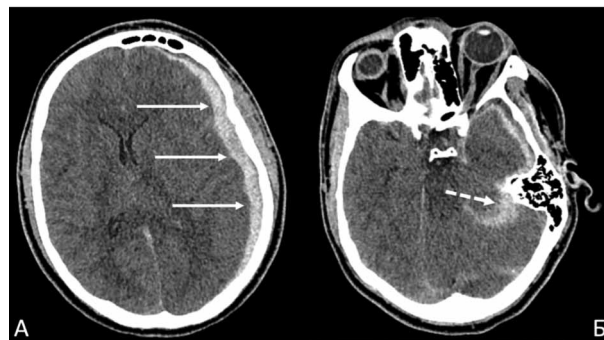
КТ пациента А, при поступлении (дооперационные снимки). А — Острая левосторонняя субдуральная гематома лобно-теменно-височной областей объемом 58 см³ (непрерывные стрелки). Б — травматическое САК (пунктирная стрелка). Поперечная дислокация 8 мм. Начальная аксиальная дислокация.
